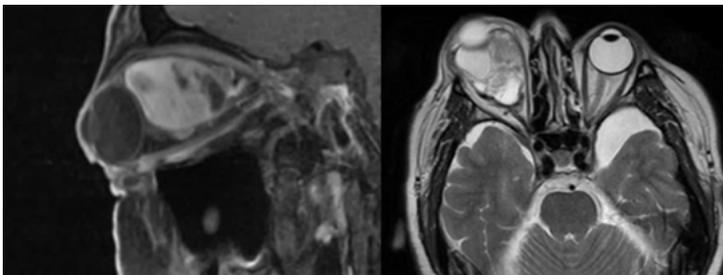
Tomografía axial computarizada de cráneo donde se evidencia el tumor 2018. Fuente: facilitada por el paciente.
